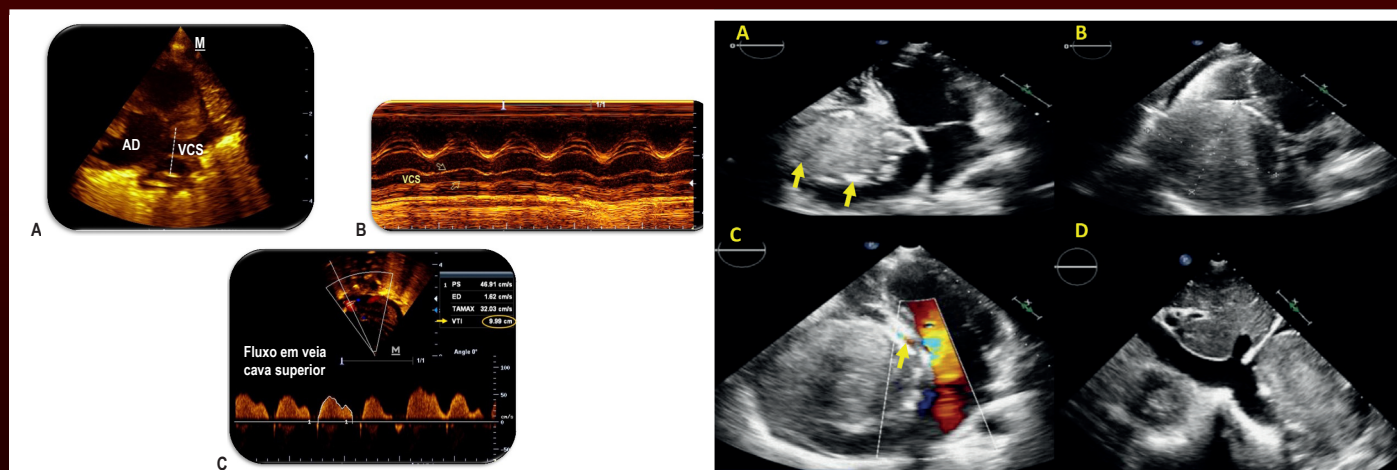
A: VCS no corte paraesternal longitudinal direito. A linha pontilhada aponta o local onde é realizado o corte transversal ao modo M, próximo da desembocadura em átrio direito; B: Modo M da VCS, onde são aferidos seus diâmetros máximos e mínimos, em cm; C: Fluxo de VCS ao Doppler pulsátil, no corte subcostal coronal, para cálculo da área sob a curva de velocidade em função do tempo, em cm. AD = átrio direito. Fonte: Arquivo pessoal da autora AMRS, Pág. 53 / Figura 2 – Ecocardiografia transtorácica: A: Projeção apical de quatro câmaras, demonstrando massa heterogênea, vacuolizada, com focos de calcificação, determinando deslocamento apical dos folhetos da valva tricúspide; B: Projeção apical de quatro câmaras direcionada para cavidades direitas com medidas da massa, que preenche quase completamente o átrio direito já dilatado; C: Projeção apical de quatro câmaras, com avaliação de fluxo intracavitário ao Doppler a cores, evidenciando velocidade aumentada do fluxo diastólico do átrio direito para o ventrículo direito; D: Projeção subcostal, demonstrando veia cava inferior e ramos hepáticos dilatados, sem massas em seu interior. Pág. 64
